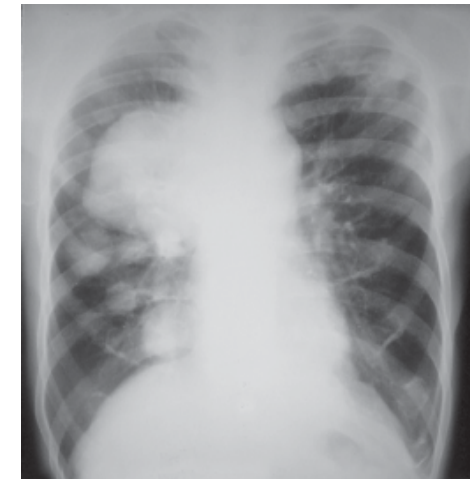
Radiografía frontal del tórax. opacidades homogéneas, redondeadas y bien delimitadas en ambos campos pulmonares. Quistes hidatídicos.
